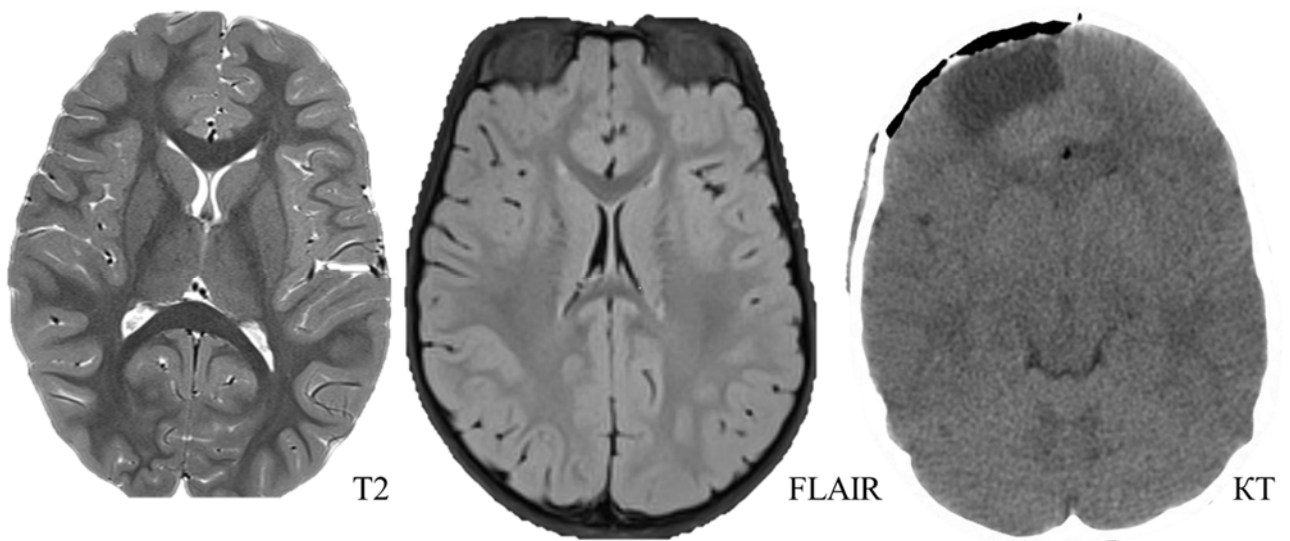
МРТ пациента с ФКД правой лобной доли. На МРТ нечеткость перехода серого и белого вещества в медиальных отделах правой лобной доли (красные стрелки). Послеоперационное МРТ с зоной резекции медиальных отделов правой лобной доли
